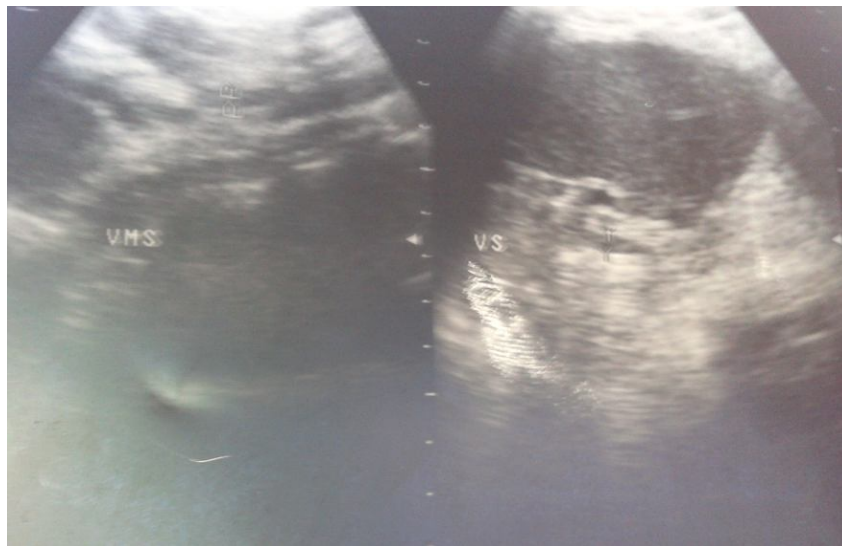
image échographique montrant une VS et une VMS dilatées
